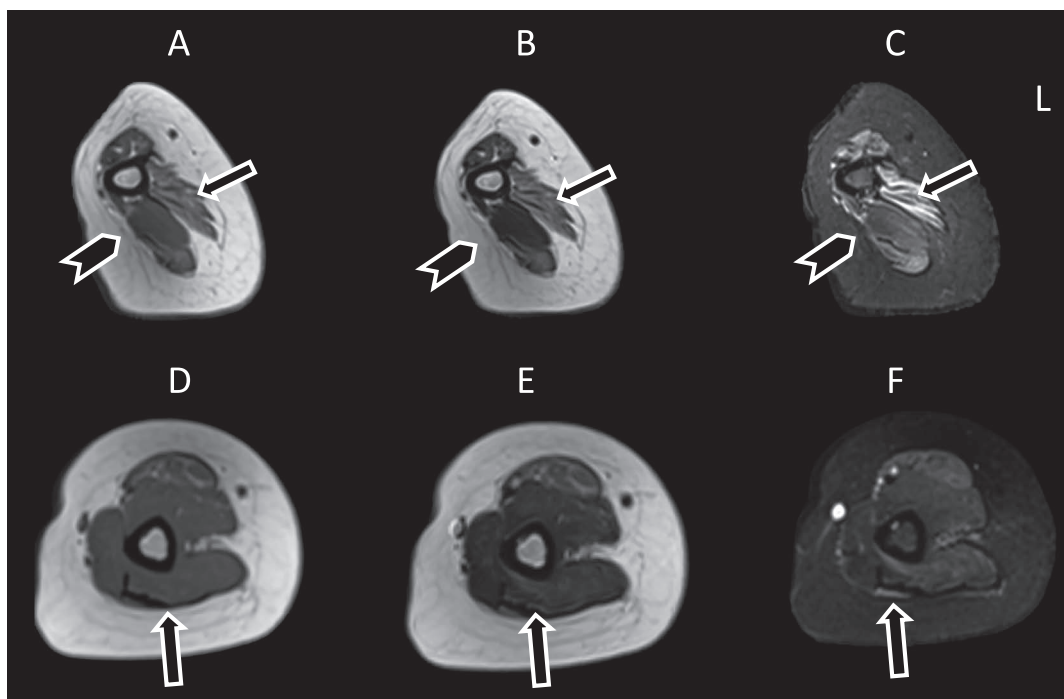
Arm MRI of Case 1 (A-F).
